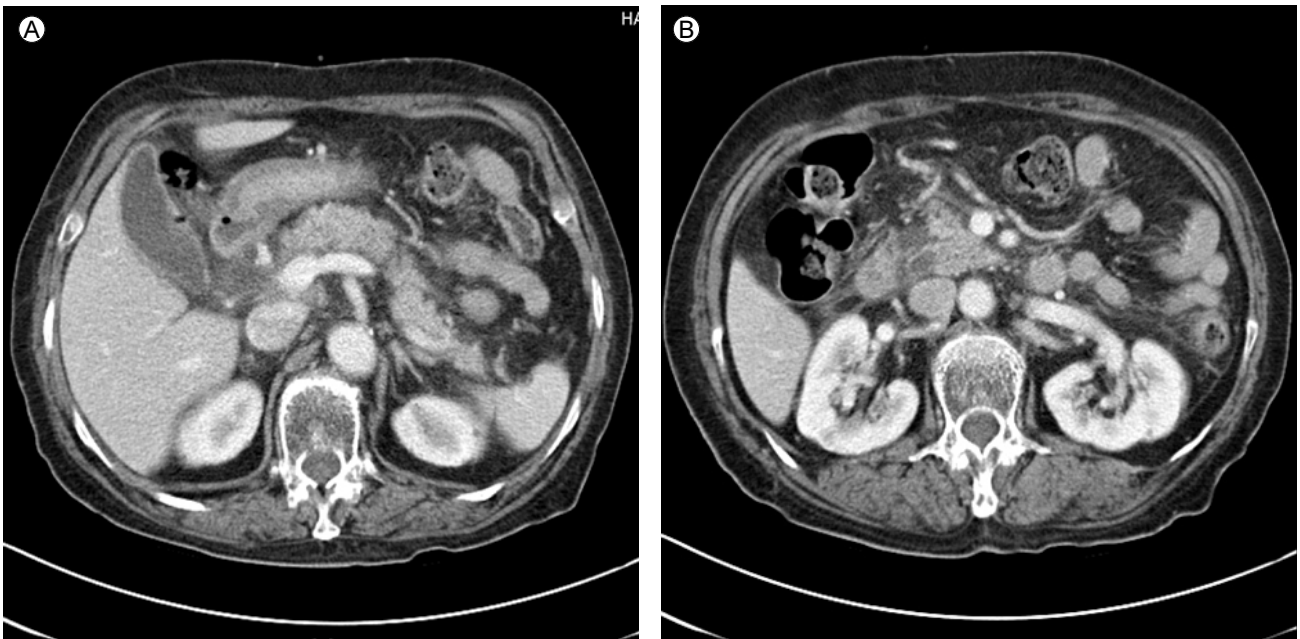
Abdomen CT scan revealed diffuse infiltration of pancreas and peripancreatic fluid collection (A). There noted a small cystic lesion at pancreatic head portion which suspicious for IPMN (B). IPMN, intraductal papillary mucinous neoplasm.
